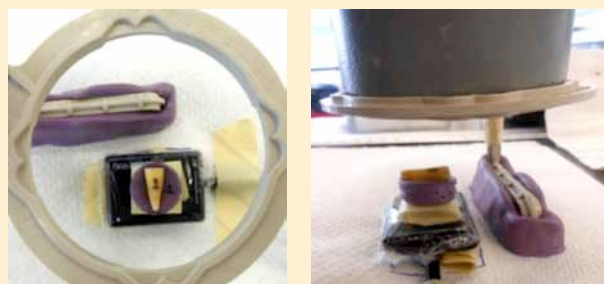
Dispositivo de macilla diseñado para estandarizar la toma de radiografías a una misma distancia.
